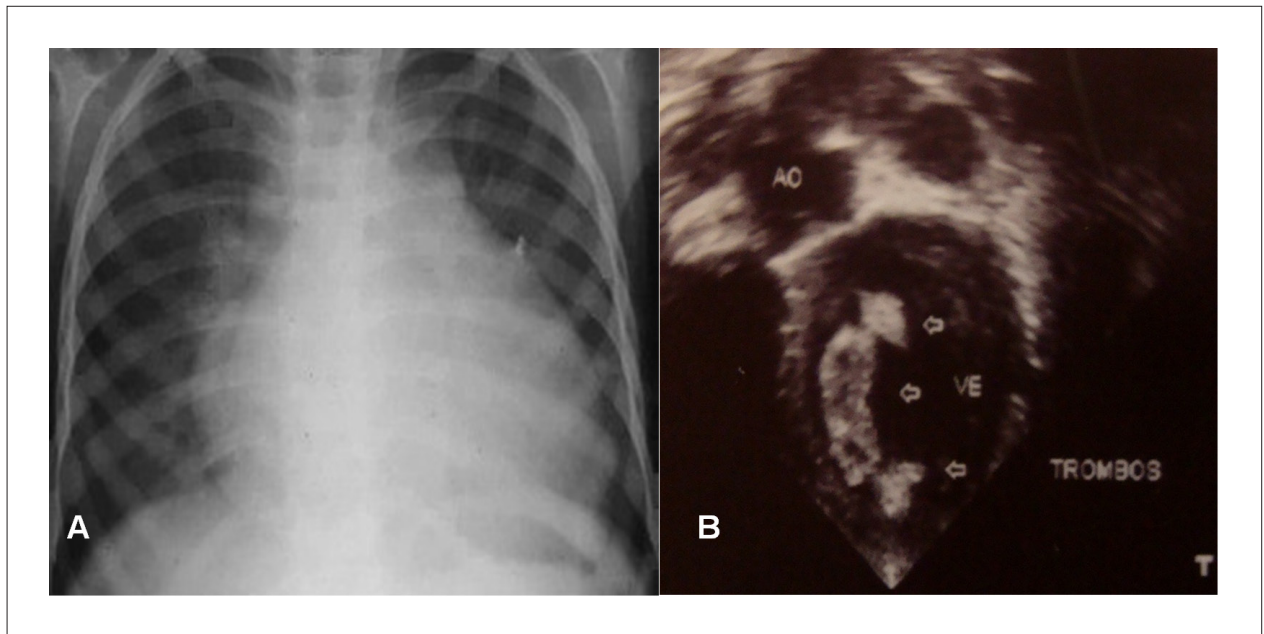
Examen radiológico del tórax (A) evidenciando cardiomegalia y estudio Doppler ecocardiograma, (B) evidenciando aumento del ventrículo izquierdo y grandes trombos en su interior.
